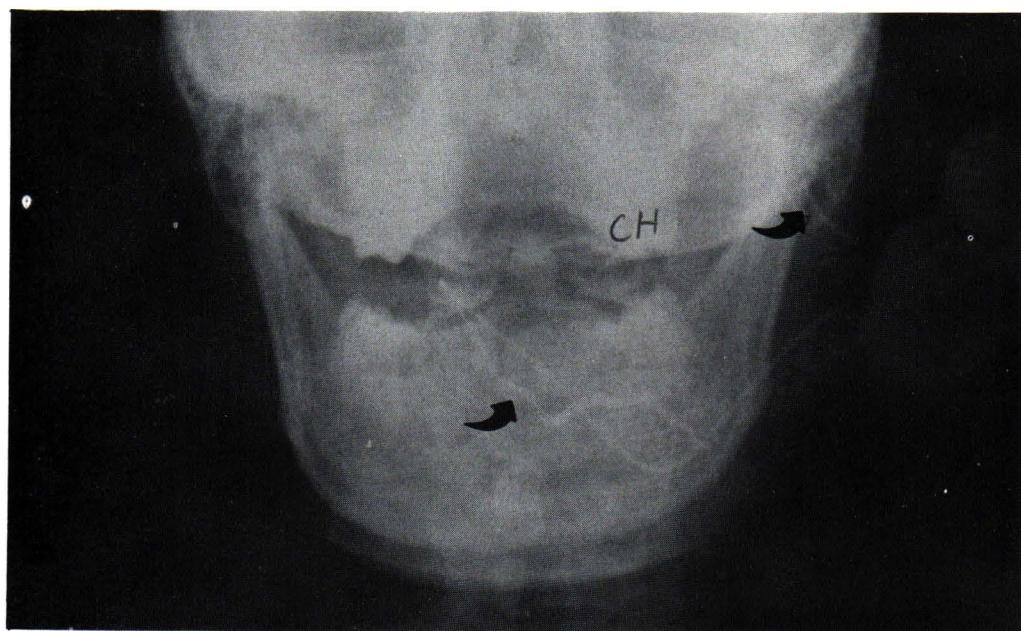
Sialogram of the submandibular gland of frontal and lateral projection. The contrast was administered via the Chula needle no. 1, with the extended tube. The performing radiologist's hand and the contrast filled syringe were not exposed in the radiographic field (Arrows indicate the needle position at the opening of the Wharton's duct at the floor of the mouth).
